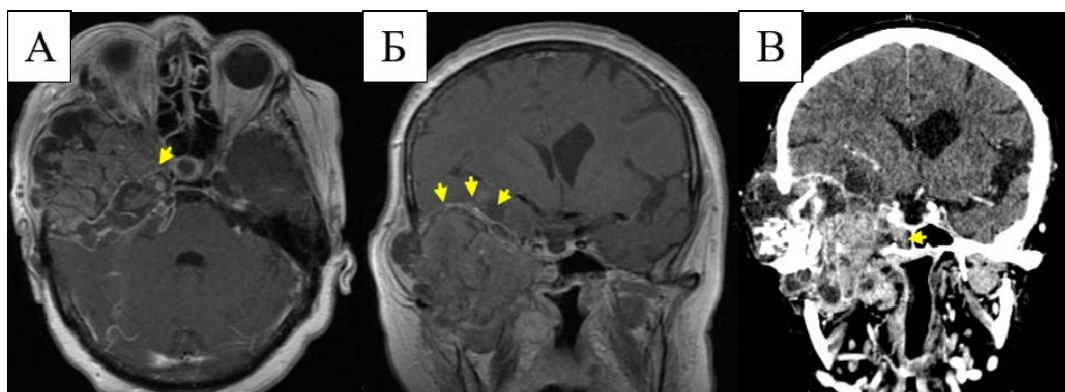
МРТ и КТ опухоли II типа (пациентка Г., аденокарцинома, исследуемая группа). А - МРТ в режиме Т2 (желтой стрелкой указано отсутствие дифференцировки кавернозного синуса); Б - МРТ в режиме Т1 с контрастным усилением (желтыми стрелками указаны интрадуральное распространение и перифокальный отек мозговой ткани); В - КТ (желтыми стрелками указано распространение опухоли в основную пазуху)
